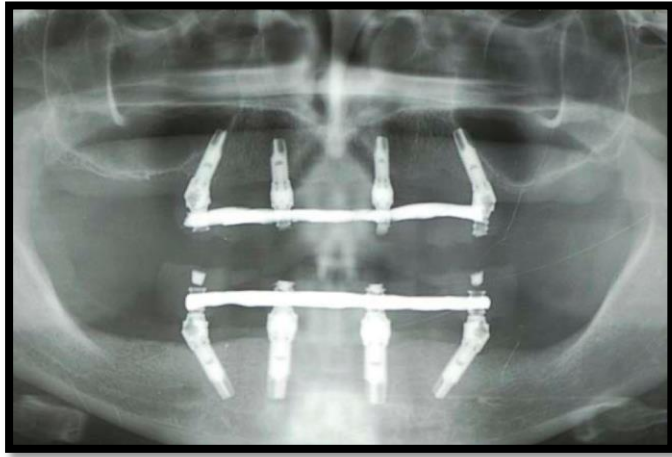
Radiographie de contrôle post-opératoire. (Orthopantomogramme)
